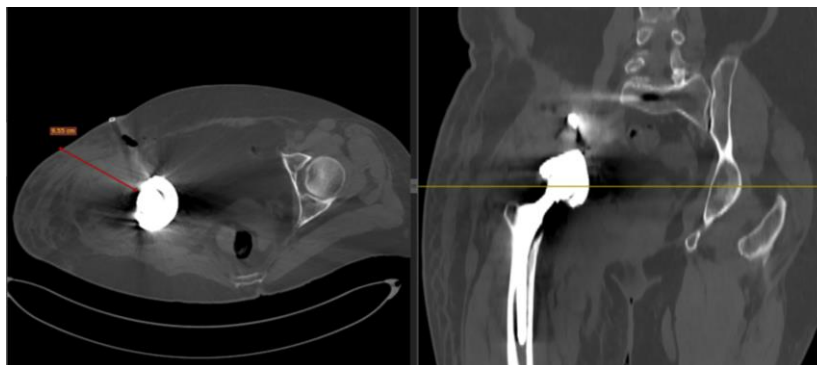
КТ после операции. Разметка траектории безопасной пункции перипротезной жидкости
